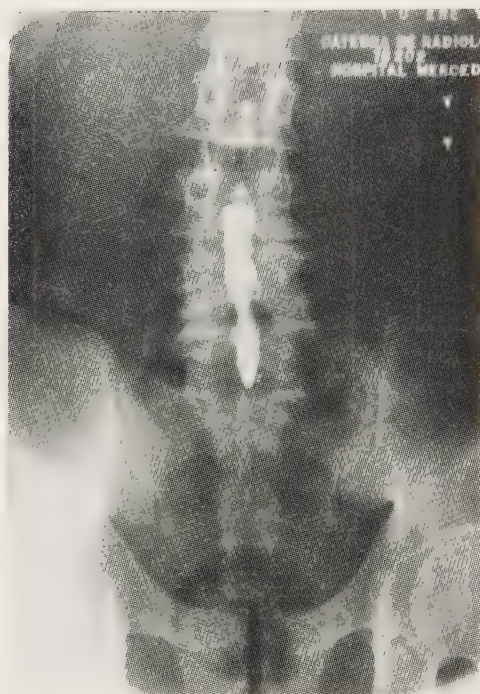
Radiografía con contraste en la que se observa la deformidad de la columna opaca por hernia del disco intervertebral.
